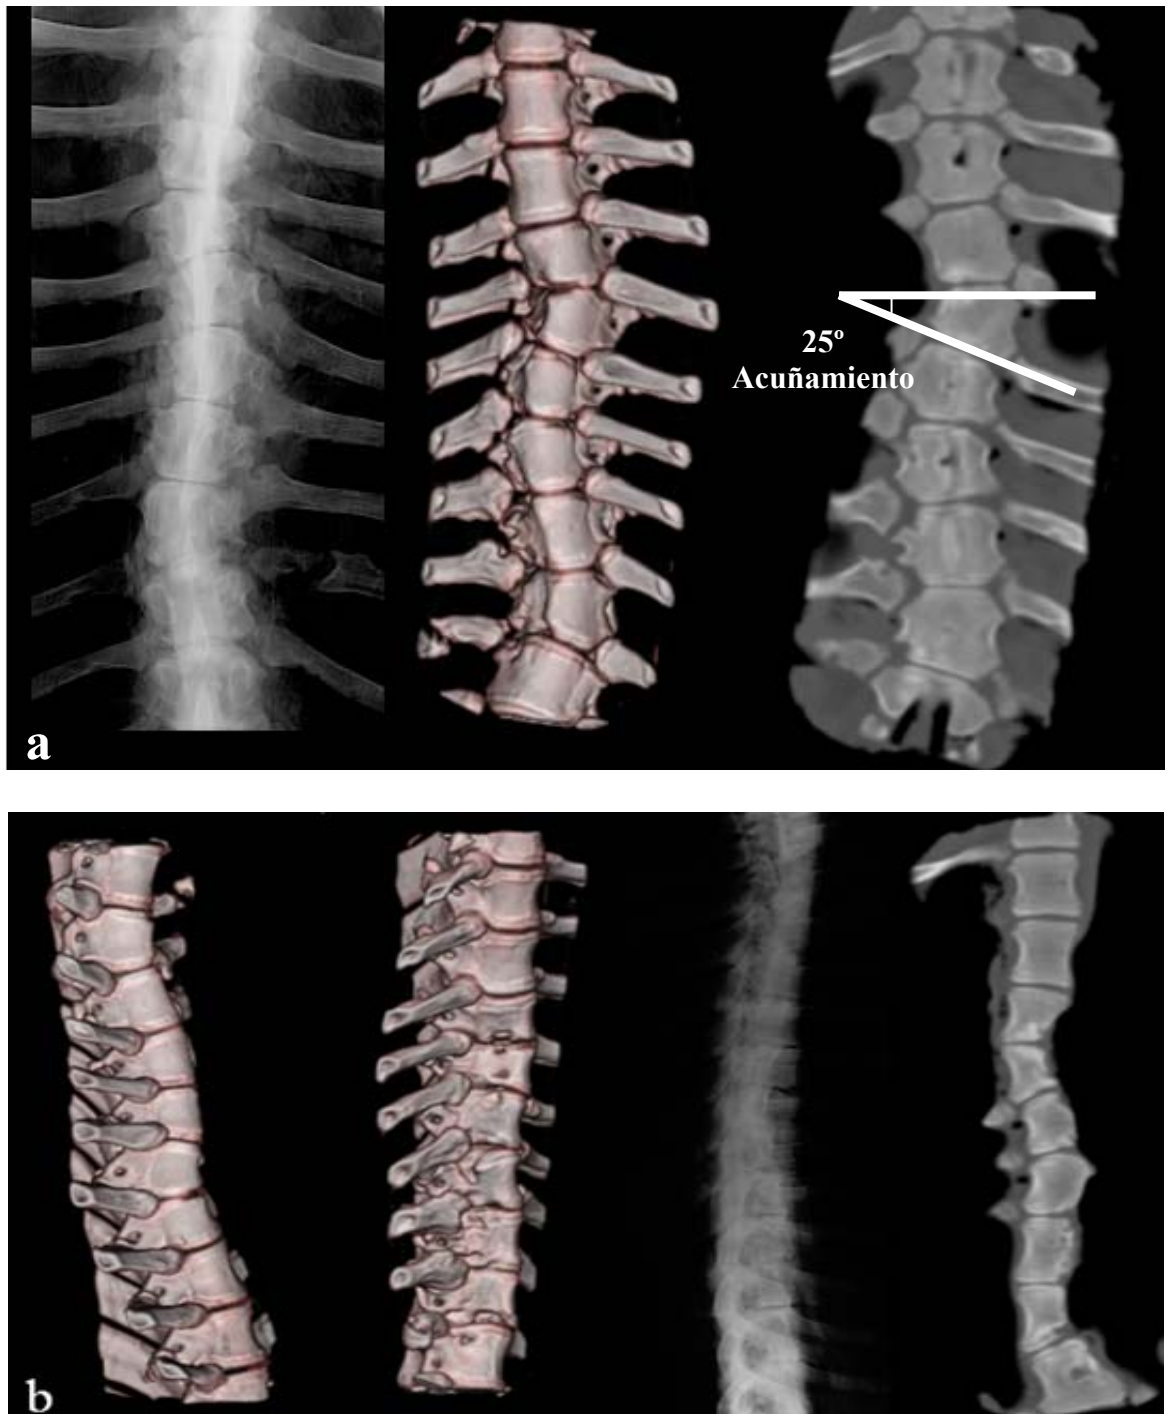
a) Acuñaamiento vertebral muy marcado (25°) sin deformidad importante en el desarrollo axial; b) Estudio 3D, proyección radiológica lateral y corte sagital de tomografía axial computerizada mostrando las alteraciones en la mitad anterior de los cuerpos vertebrales lesionados.
